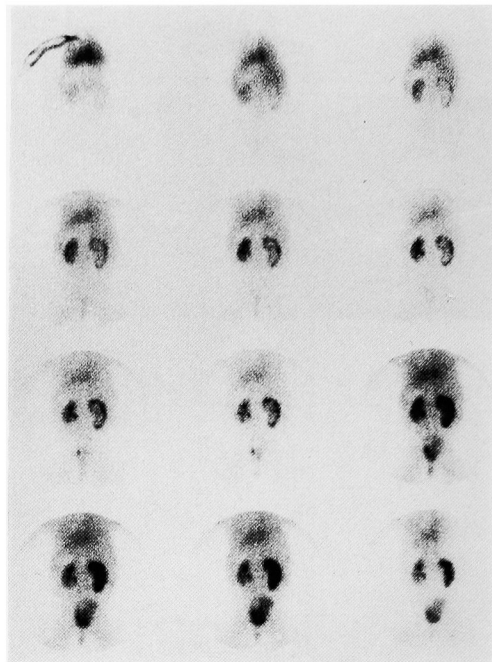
Case 2. Preoperative diuretic renoscintigram
